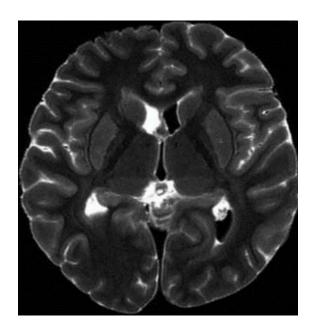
Посмертная МРТ, Т2ВИ. *ВИЧИНФЕКЦИЯ И ИММУНОСУПРЕССИИ, 2019 г., ТОМ 5, № 1.*
